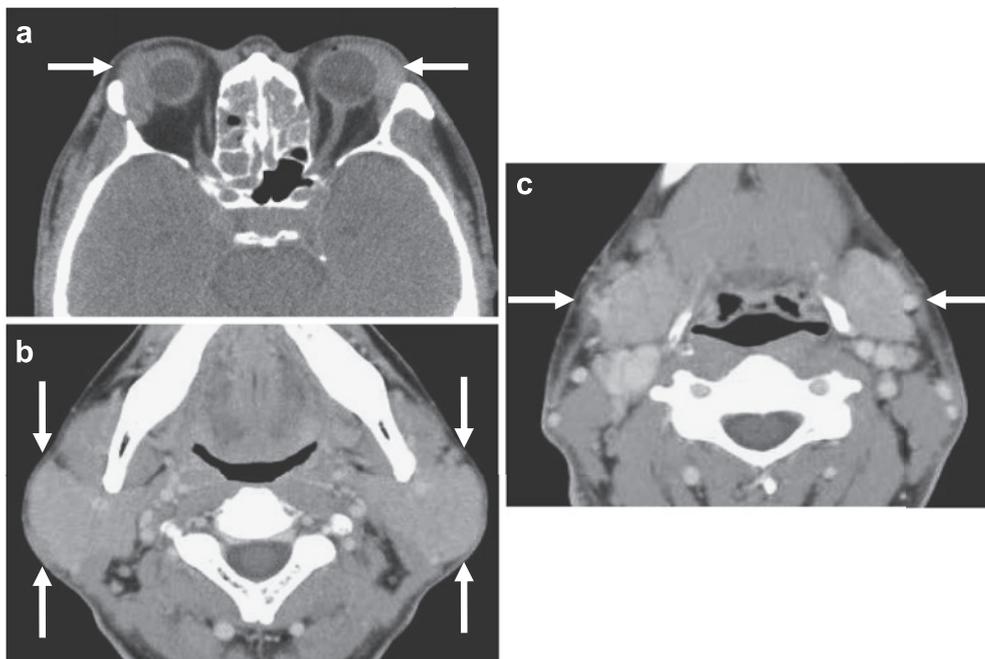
Cervical CT scan shows swelling of bilateral lacrimal glands (a), parotid glands (b) and submandibular glands (c).
